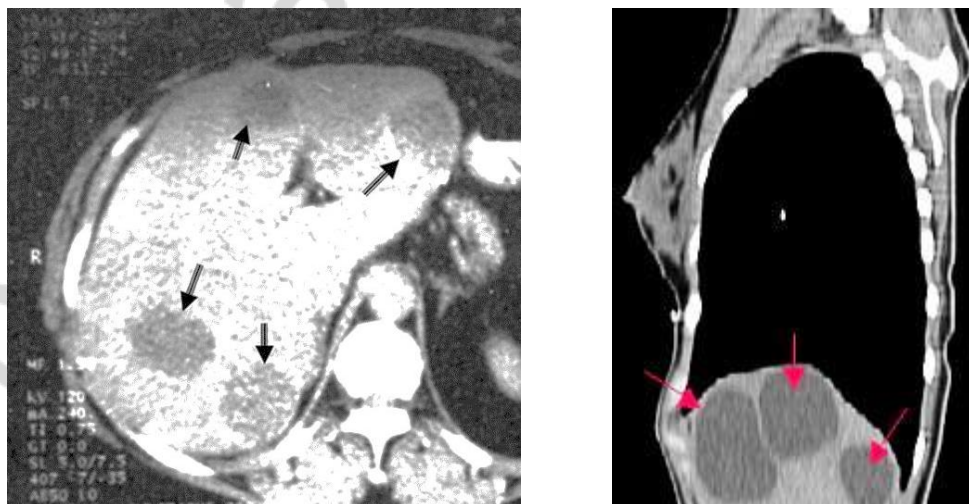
КТ-картина гидатидных кист эхинококкоза печени
